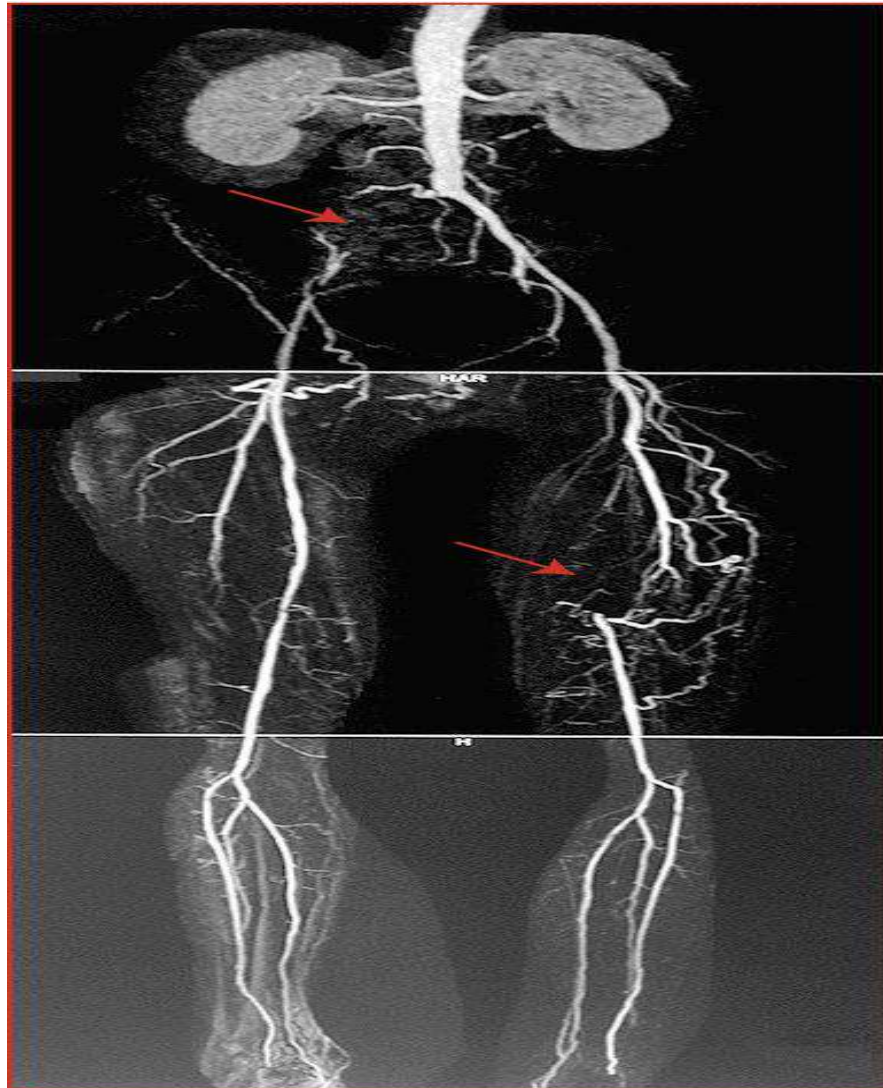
Reconstruction d'une angio-IRM des membres inférieurs avec acquisition en suivi de bolus en trois paliers, aorto-iliaque, fémoral et jambier. Thrombose de l'axe iliaque droit (flèche) avec reprise iliaque interne et externe par le réseau ilio-lombaire et pariétal. Thrombose fémorale superficielle gauche (flèche) dès son origine avec reprise à hauteur du canal de Hunter par les collatérales de l'artère fémorale profonde. Perméabilité des trois axes de jambe des deux côtés. (61)
